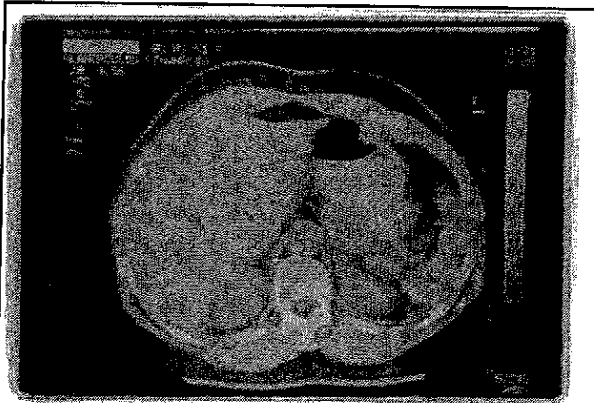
CT scan κοιλίας. Διακρίνονται υπόπυκνες περιοχές στο σπλήνα, συμβατές με έμφρακτα.
